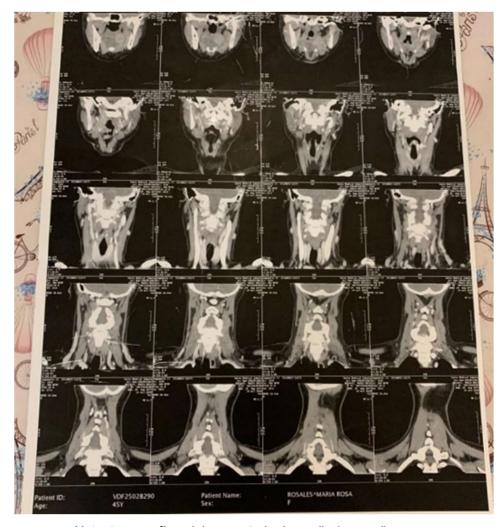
Tomografia axial computada (sagital)
